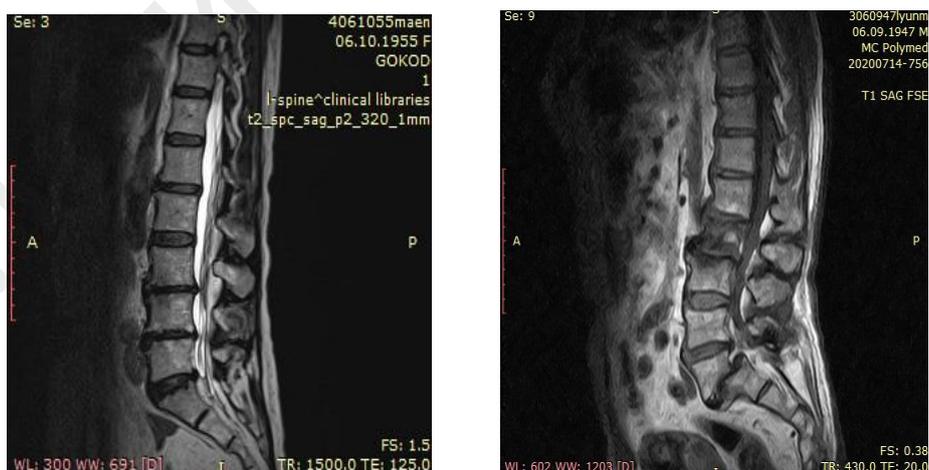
МРТ пациентов с синдромом конского хвоста
